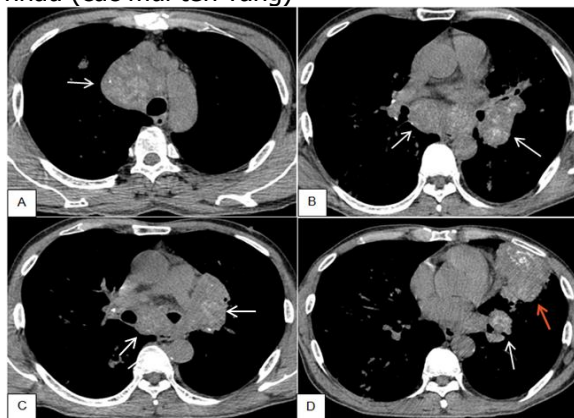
Hình ảnh CT ngực, cửa sổ nhu mô, các lát từ trên xuống dưới
